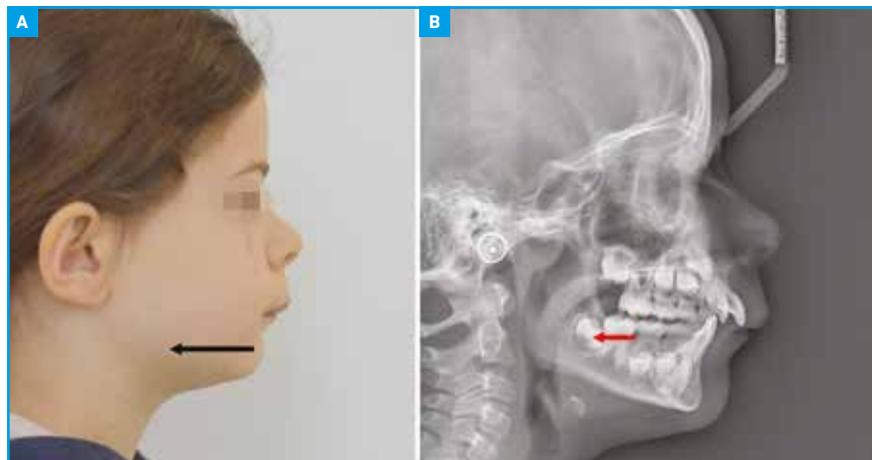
Cette patiente présente une Classe II de Ballard. A : Profil convexe. B : Téléradiographie de profil. La position distalée de la molaire mandibulaire révèle une classe II d'Angle.
